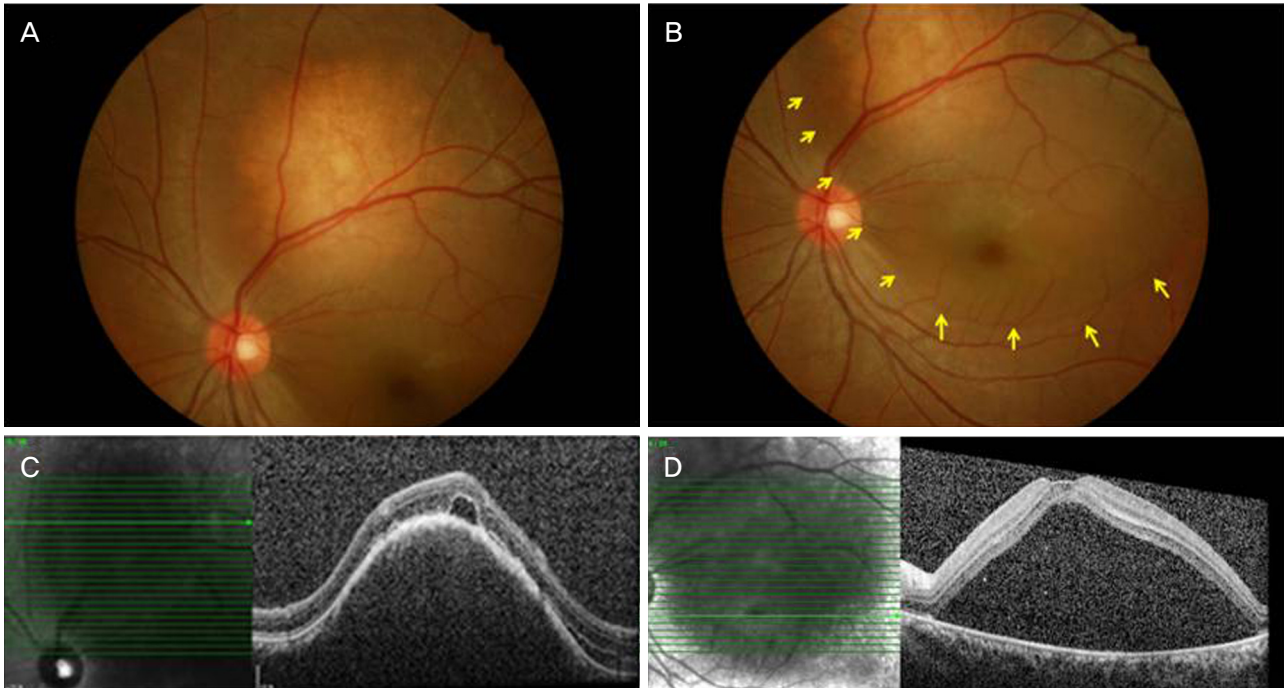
Fundus photography and optical coherence tomography (OCT) of Left eye. (A) Yellow- white choroidal mass was seen. (B) Serous retinal detachment was observed (yellow arrows). (C) OCT shows choroidal mass (dome shaped elevation of neuro-sensory retina and retinal pigmented epithelium). (D) OCT shows serous retinal detachment.
